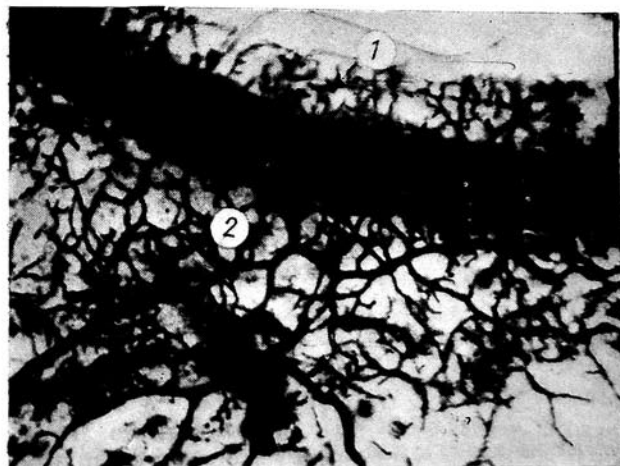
Дренажная система глаза при перфузии глазного яблока раствором туши (по А. П. Нестерову). Увеличен. 25:
